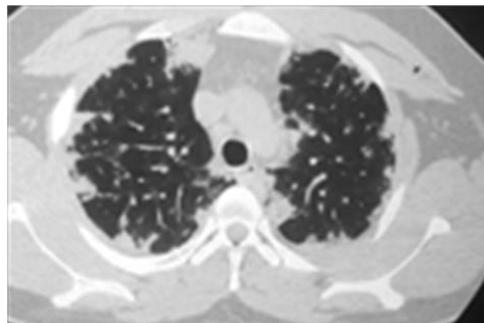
TAC tórax del ingreso.
